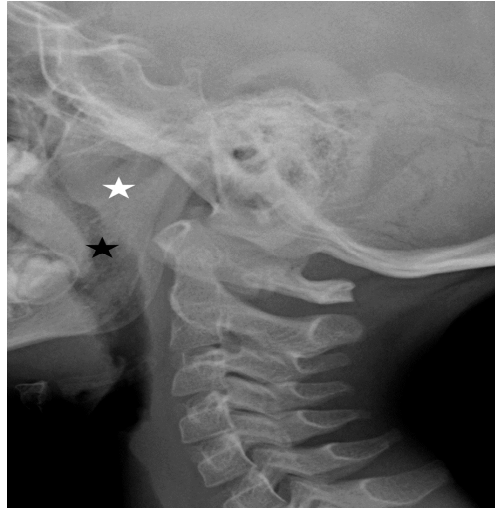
(46). : Cette radiographie montre de grosses amygdales adénoïdes (astérisque blanche) provoquant un rétrécissement des voies respiratoires (astérisque noire)
